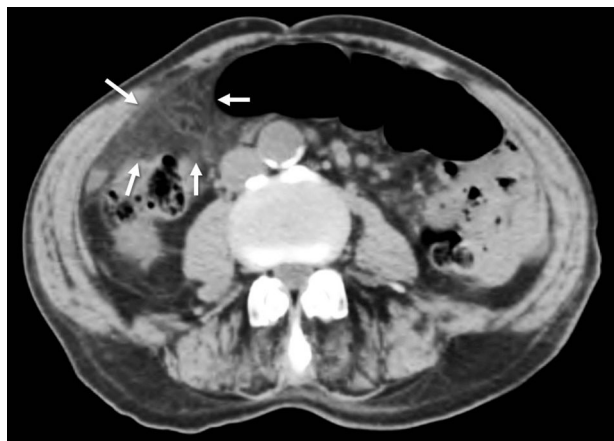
Imagen de la TC abdominal mostrando un aumento de densidad con trabeculación de la grasa epiploica en fosa ilíaca derecha, adyacente al colon, con efecto masa.
